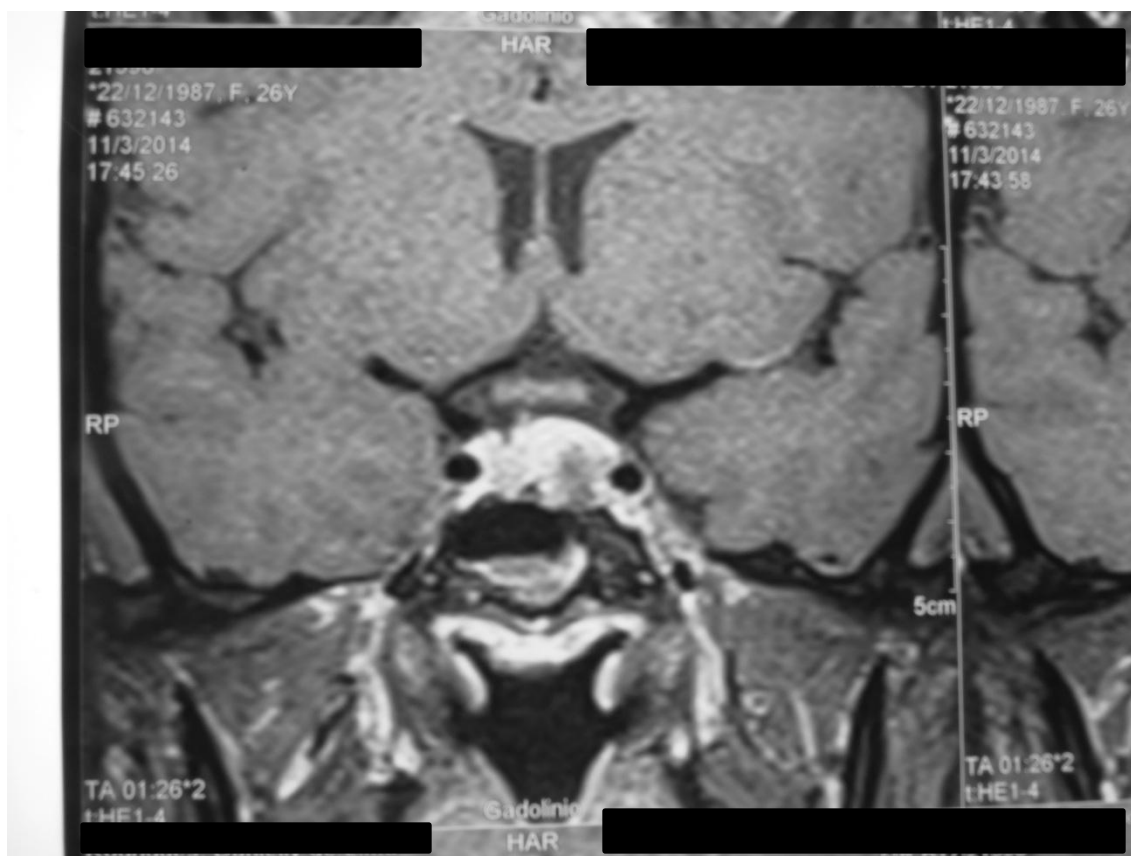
Ressonância magnética de sela turca em T1, coronal, com captação heterogênea de contraste, realizada aos 47 meses após o início do tratamento com a cabergolina, 2,0 mg por semana, e dois meses antes da cirurgia transesfenoidal, e mostra o adenoma hipofisário com íntima relação com a artéria carótida esquerda e desvio da haste hipofisária para a direita.
